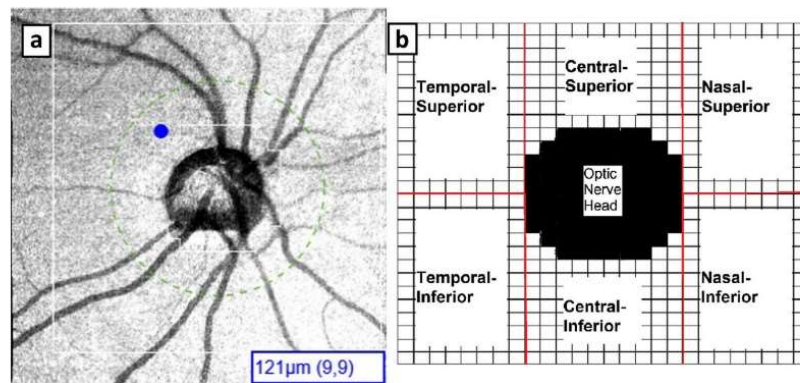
Peripapillary choroid grid. a Image of the 26 × 26 cube-grid centered in the optic disc of a right eye obtained with deep range imaging (DRI) optical coherence tomography (OCT) Triton (Topcon Corporation, Tokyo, Japan). This grid includes 676 cubes of 200 μm around the optic disc: the 88 central cubes corresponding to the optic disc area are not measured, and the DRI-OCT Triton automatically
